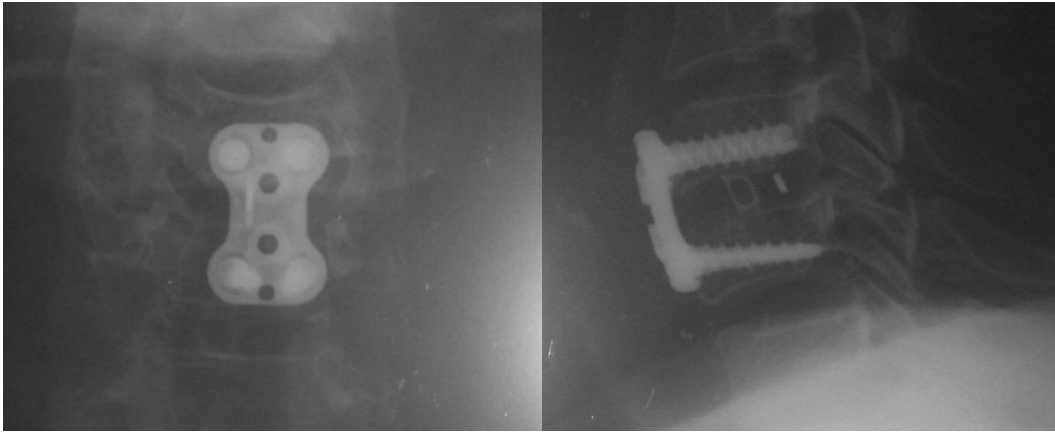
Radiographie du rachis cervical face et profil chez un patient de notre série bénéficiant d'une ostéosynthèse par plaque cervicale antérieure.
